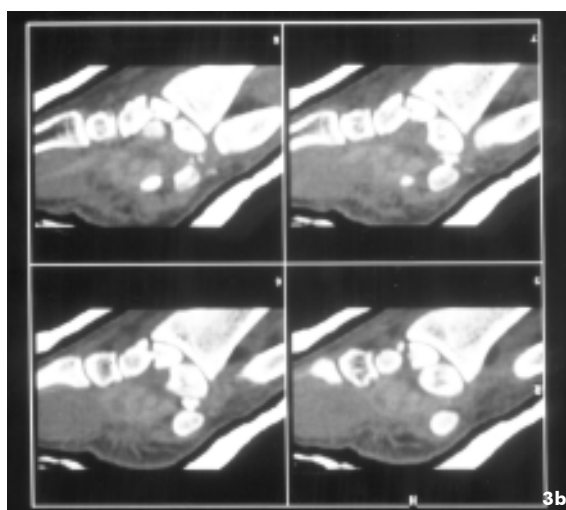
b y c.- Paciente varón de 23 años que sufrió accidente deportivo con traumatismo muñeca izquierda. 3a. Rx anteroposterior de la muñeca con fractura-luxación transescafo-perilunar. 3b. TAC muñeca donde se comprueba insuficiente reducción de la lesión en urgencias. 3c. Reducción abierta con osteosíntesis del escafoides con tornillo de Herber y colocación de dos agujas de Kirschner para estabilización de la luxación
